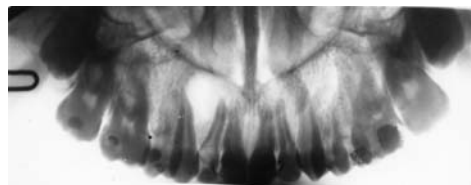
Увеличенная панорамная рентгенограмма верхней челюсти в прямой проекции. Радикулярная киста у верхушек корней 1.1, 1.2 и 1.3. Глубокий кариес коронки 1.2
